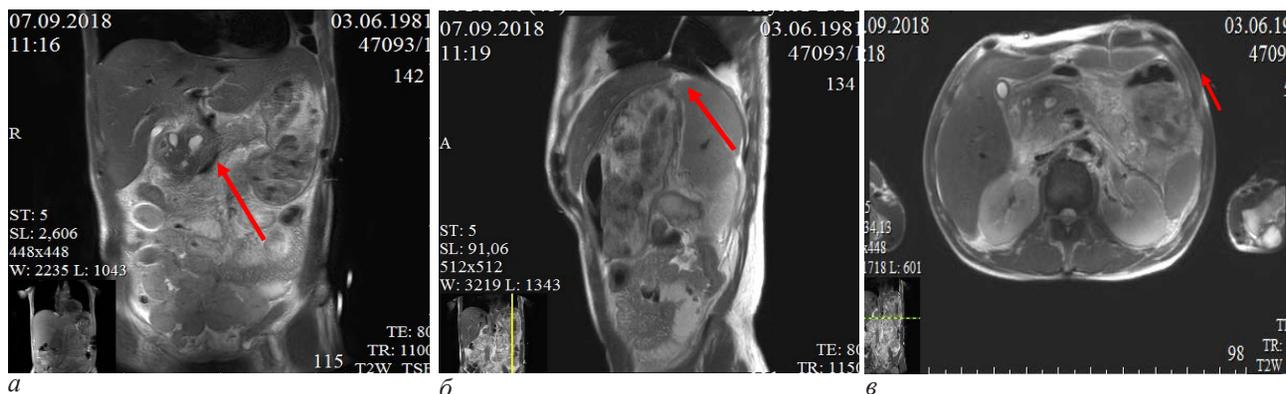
Магнитно-резонансные томограммы через 17 суток после операции наружно-внутреннего дренирования протока поджелудочной железы: а – кистозная трансформация ткани поджелудочной железы; б – остаточный свищевой ход; в – наружно-внутренний дренаж в панкреатическом протоке
